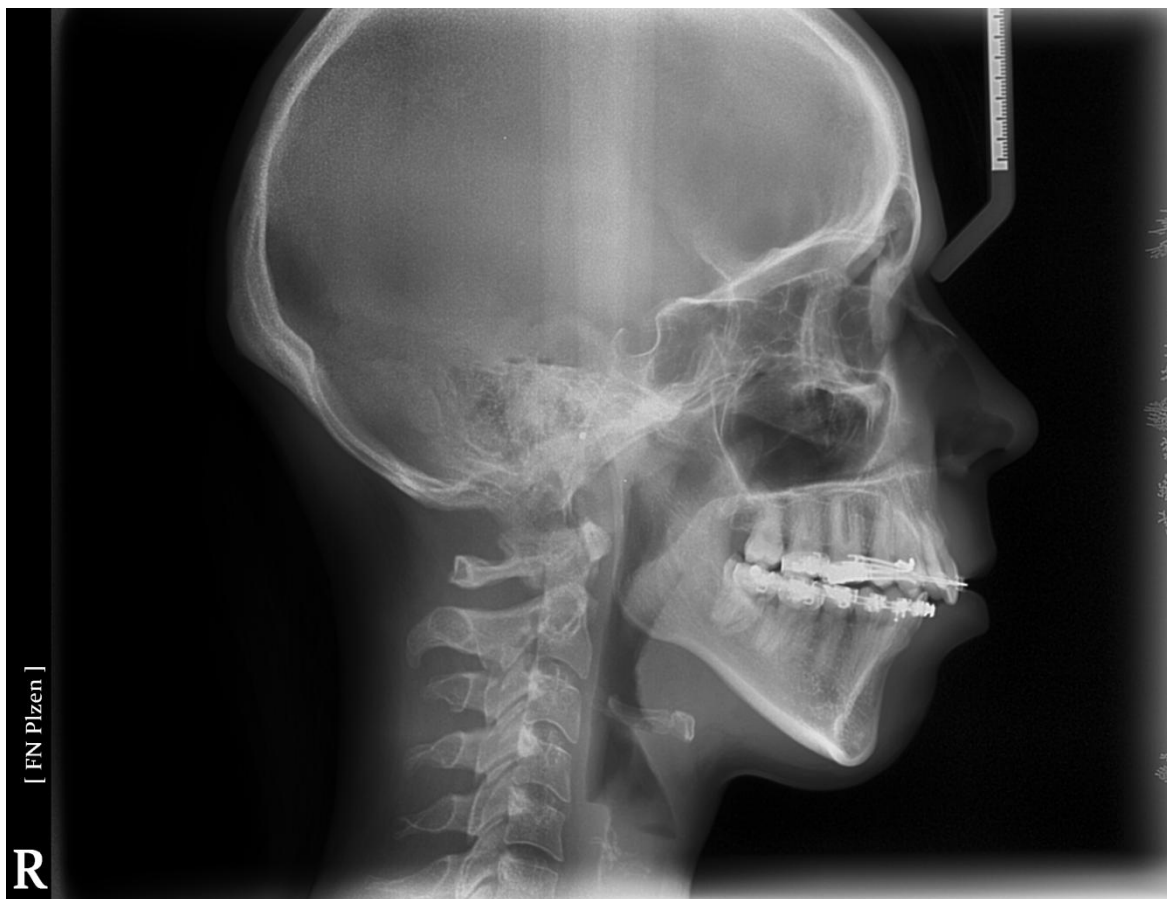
RTG snímek z OPG (únor 2015)
